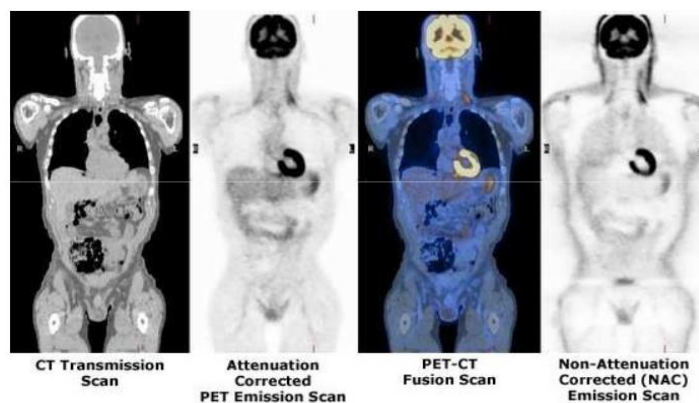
Images PET-CT (ANONYME.,2010)
